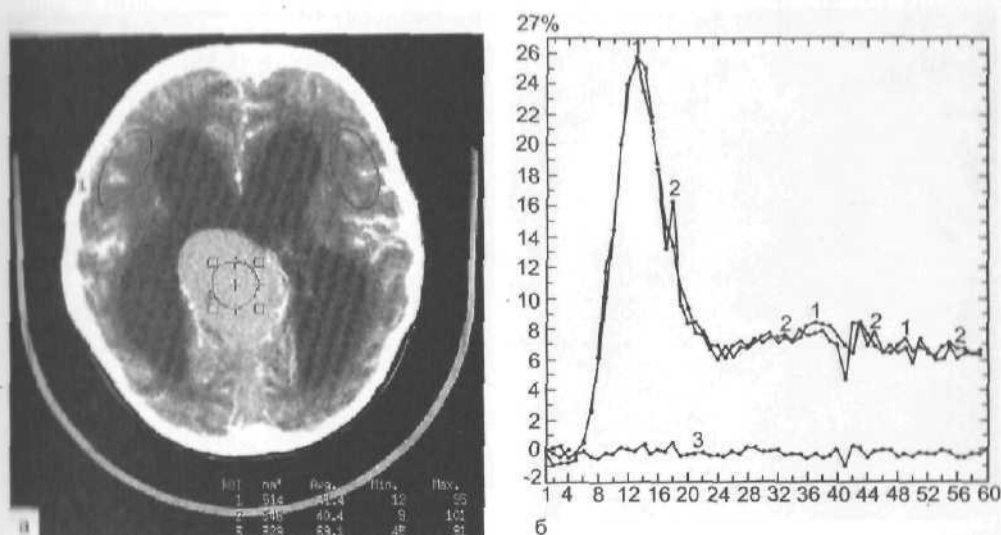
Перфузионное КТ-изображение на уровне боковых желудочков.
